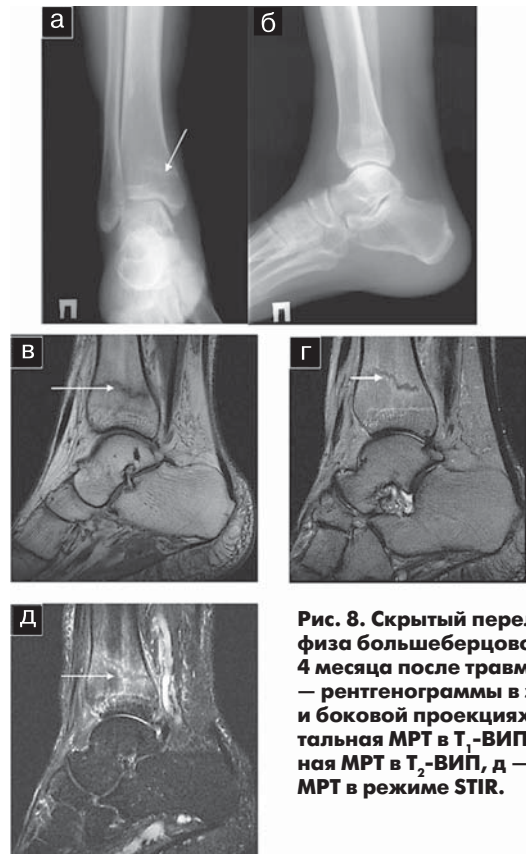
Скрытый перелом метаэпифиза большеберцовой кости через 4 месяца после травмы (стрелка). а — рентгенограммы в задней прямой и боковой проекциях, б — сагиттальная МРТ в T₁-ВИП, в — сагиттальная МРТ в T₂-ВИП, д — сагиттальная МРТ в режиме STIR.
